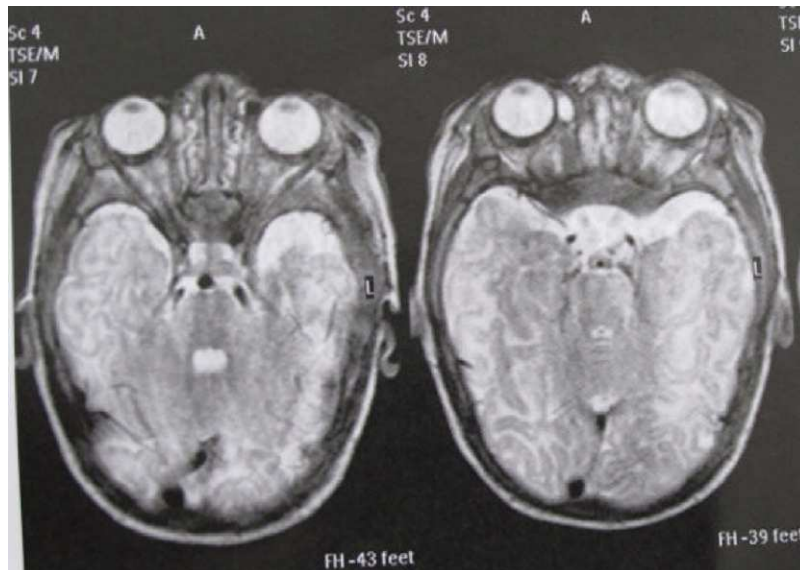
RM cerebral: atrofia lóbulo temporal derecho.
